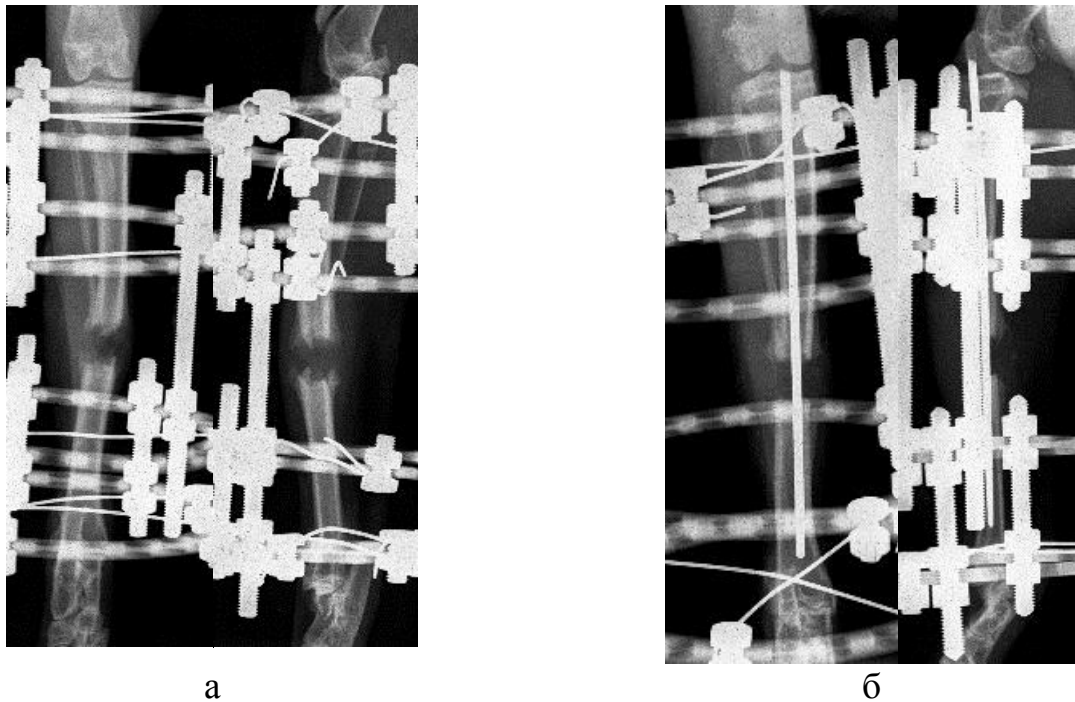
Рентгенограммы, конец периода distraction: а – контроль, б – опыт.
